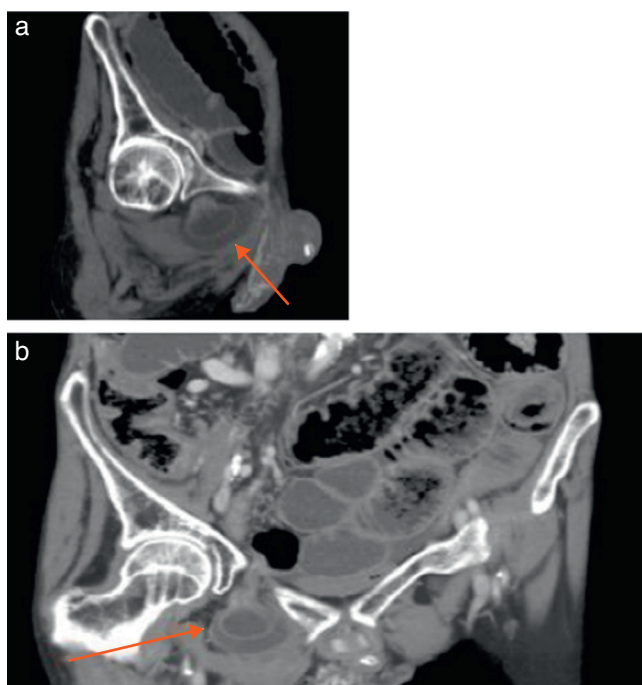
(a) Tomografía computarizada. Corte sagital: Herniación de íleon por orificio obturador. (b) Tomografía computarizada. Corte coronal: Herniación de íleon por orificio obturador.
